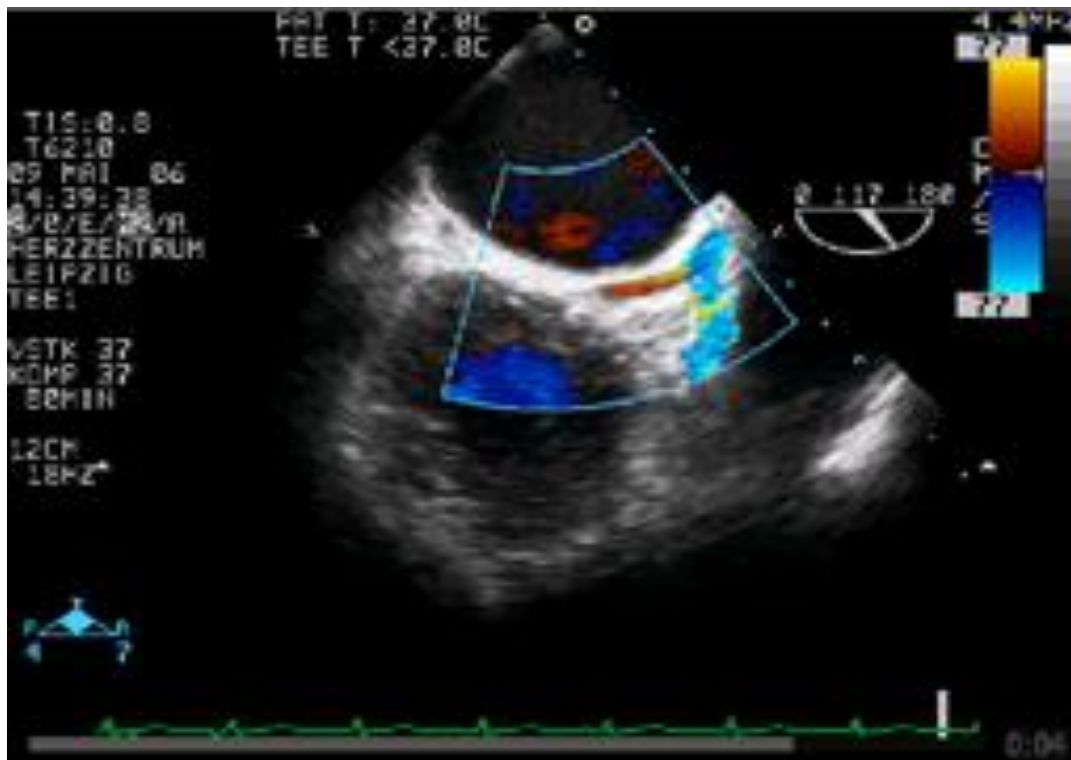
Leichte Rotation der Sonde gegen den Uhrzeigersinn ausgehend vom modifizierten LAX Blick der Aortenklappe mit Querschnitt durch linkes Atrium und linken Ventrikel mit Darstellung des LAD und RCX (Sektion 1) zu Beginn der diastolischen Perfusion mit Doppler
